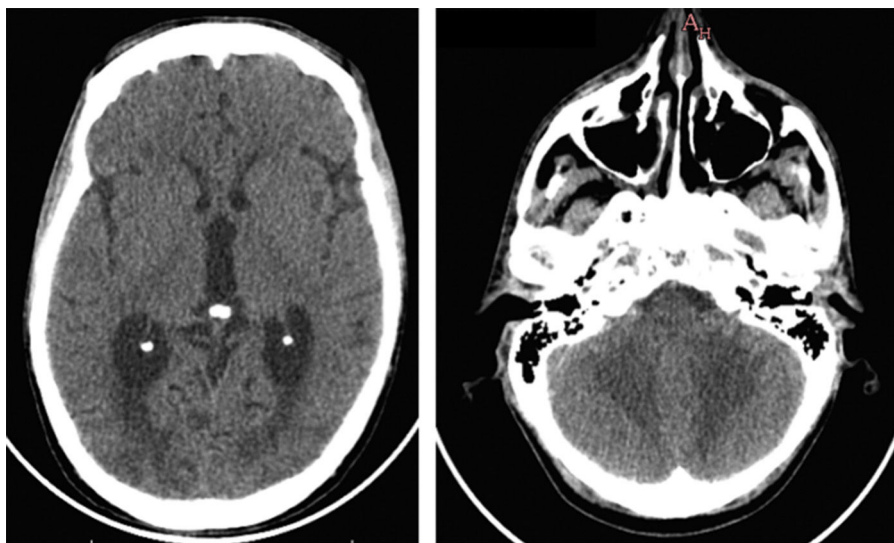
TC de cráneo con contraste iv. Izquierda: áreas hipodensas bilaterales y simétricas a nivel de sustancia blanca cerebral occipital, que no realzan con el medio de contraste (izquierda). Derecha: las mismas lesiones a nivel de la sustancia blanca cerebelosa.
